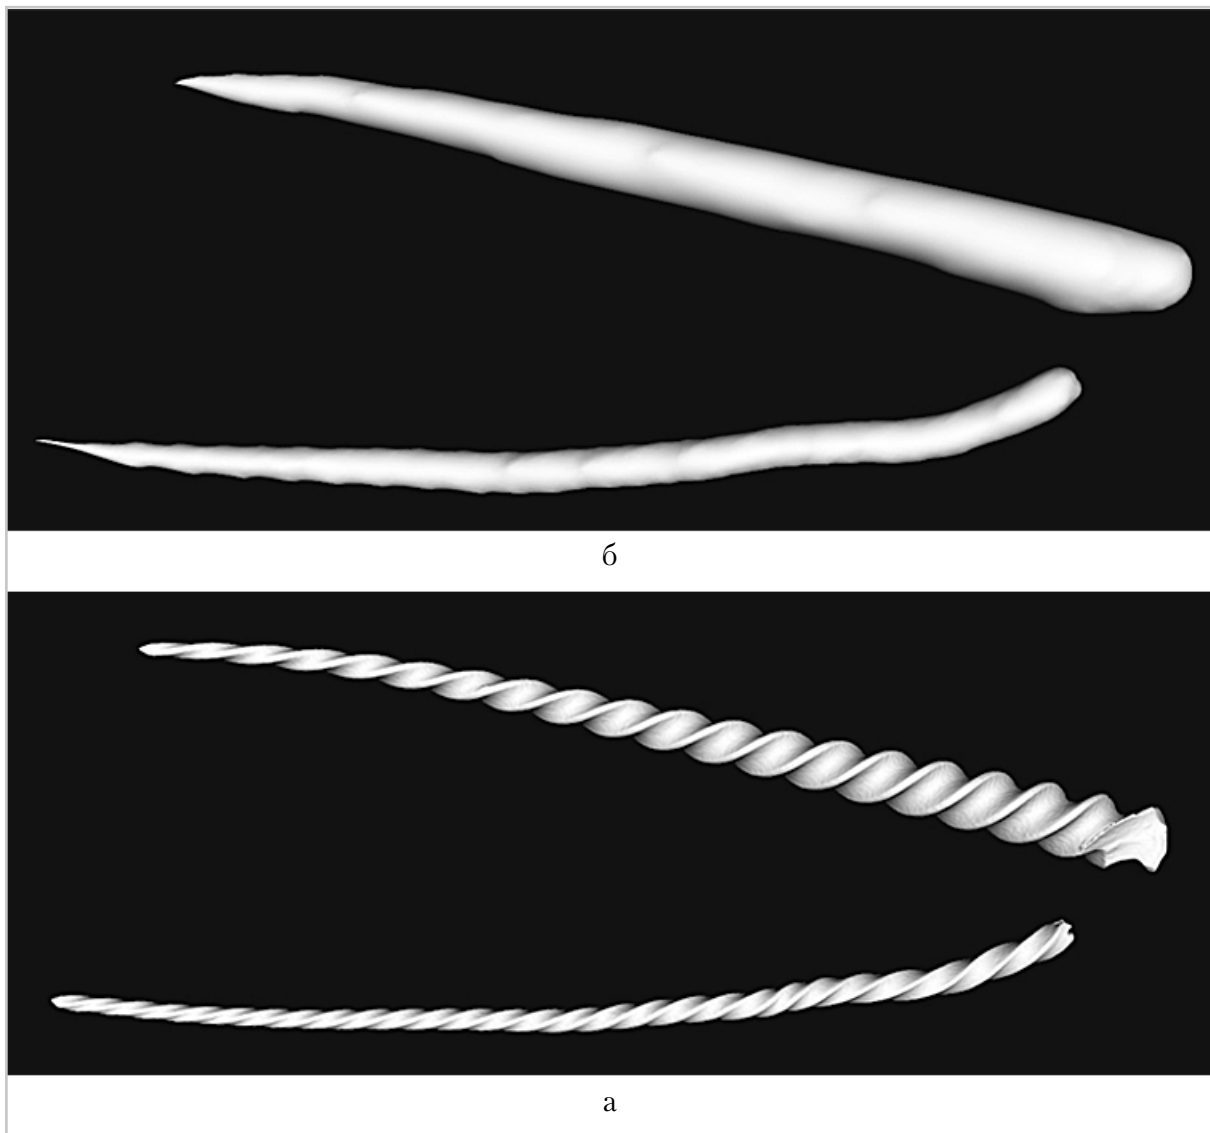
Трехмерные реконструкции фрагментов металлических инструментов в корневых каналах удаленного зуба: *а* – КЛК-томограмма: поверхность трехмерной модели сглажена, объем фрагментов металла визуально увеличен; *б* – микроКЛК-томограмма: спиральная форма трехмерных моделей фрагментов металла, видны детали на их поверхности
